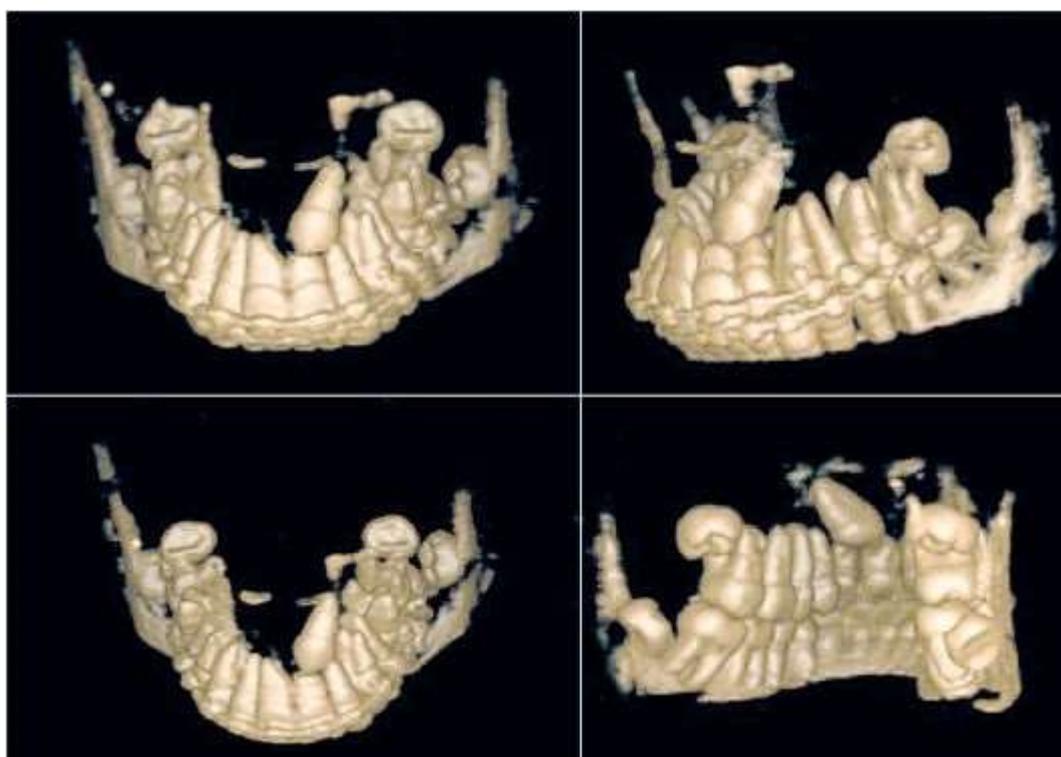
Выявление ретенированных зубов на компьютерных томограммах
